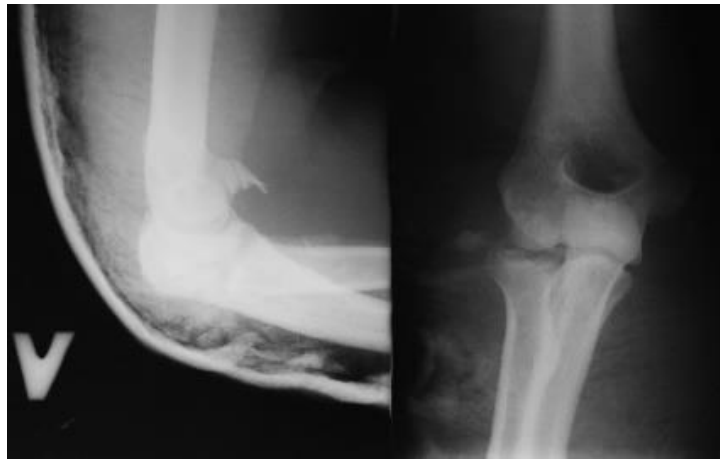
Рентгенограмма больного Ч. после репозиции и фиксации
